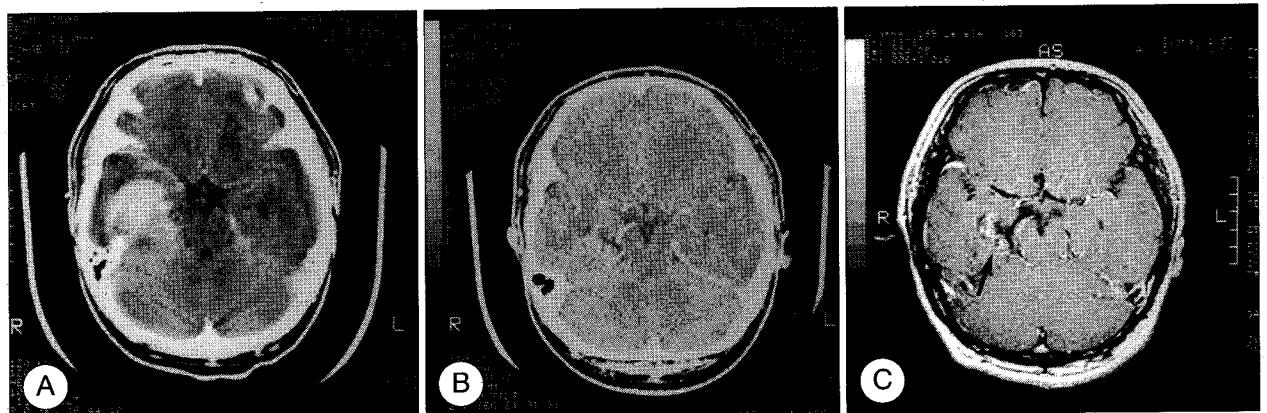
At admission : A : Contrast-enhanced axial computed tomogram (CT) shows acute hemorrhagic density in posterior temporal lobe and speckled calcification on medial borders of it. Five years ago : B : Contrast-enhanced axial CT shows well-enhanced right posterior cerebral artery (PCA), scant enhancement of nidus at lateral end of this artery, and small amount of calcification. C : Gadolinium-enhanced T1-weighted axial magnetic resonance image (MRI) shows mixed signal nodal lesion (arrow) along PCA which travels in the interpeduncular and ambient cistern (signal void).
